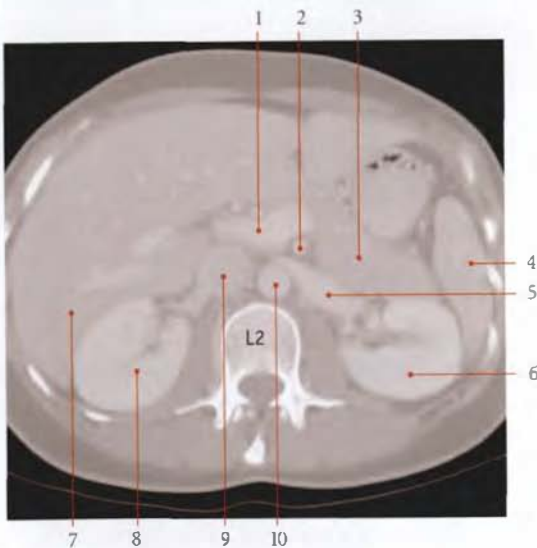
Coupe TDM transversale de l'abdomen
